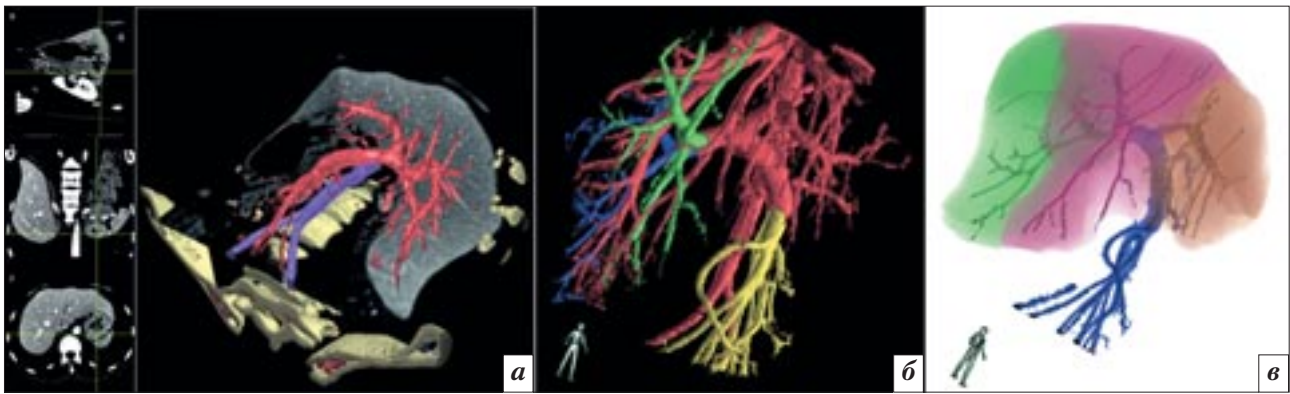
Разметка бассейнов сосудов печени по 3D-компьютерно-томографическим изображениям.
